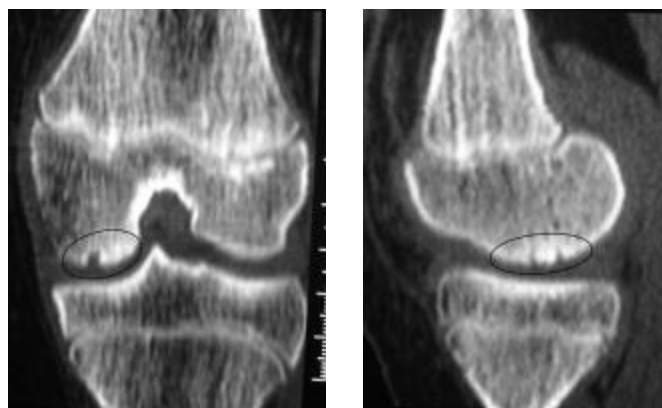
Б-ая Б., 12 лет. КТ через 1 год после операции.
